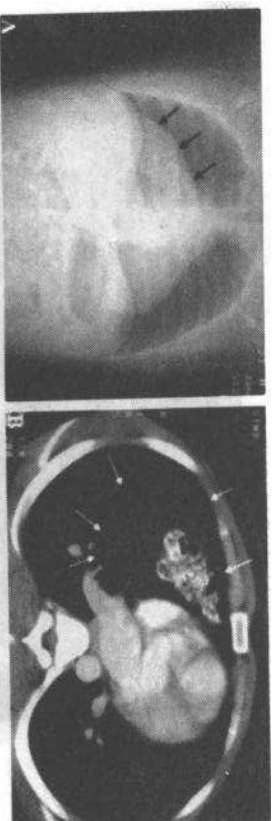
20岁急性右胸痛患者,数月前有车祸史。A CT、TOP像显示右心缘区有一巨大透亮密度区(箭)。B 肺静脉水平CT扫描像显示右膈中部疝(箭),含有脂肪组织和部分结肠。经外科手术证实
